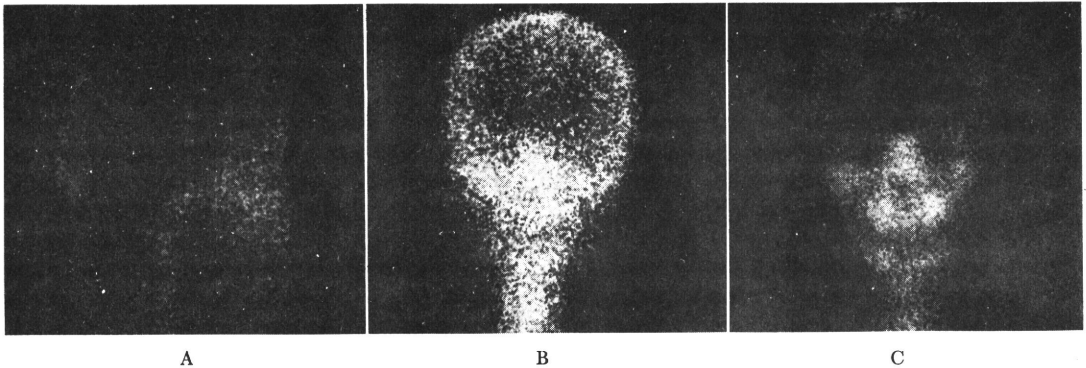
(A) and (B)  $^{18}\text{F}$  positronscintigram of the human skull, (A) Sagittal plane, (B) Frontal plane on the level of vertebrae: (C) Frontal view of  $^{88\text{m}}\text{Tc}$ -pyrophosphate bone scintigram: Positronscintigram showed a very impressive tomographic effect.
